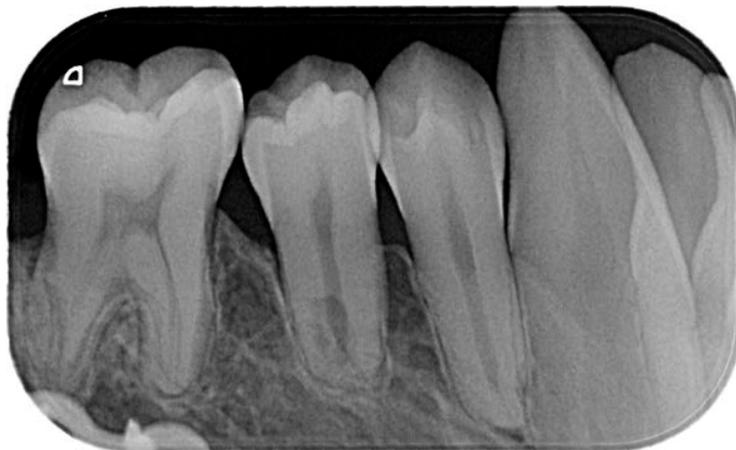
radiographie rétro-alvéolaire mettant en évidence la présence d'une résorption sur la 45. (Cas du Dr Chaudeau)
